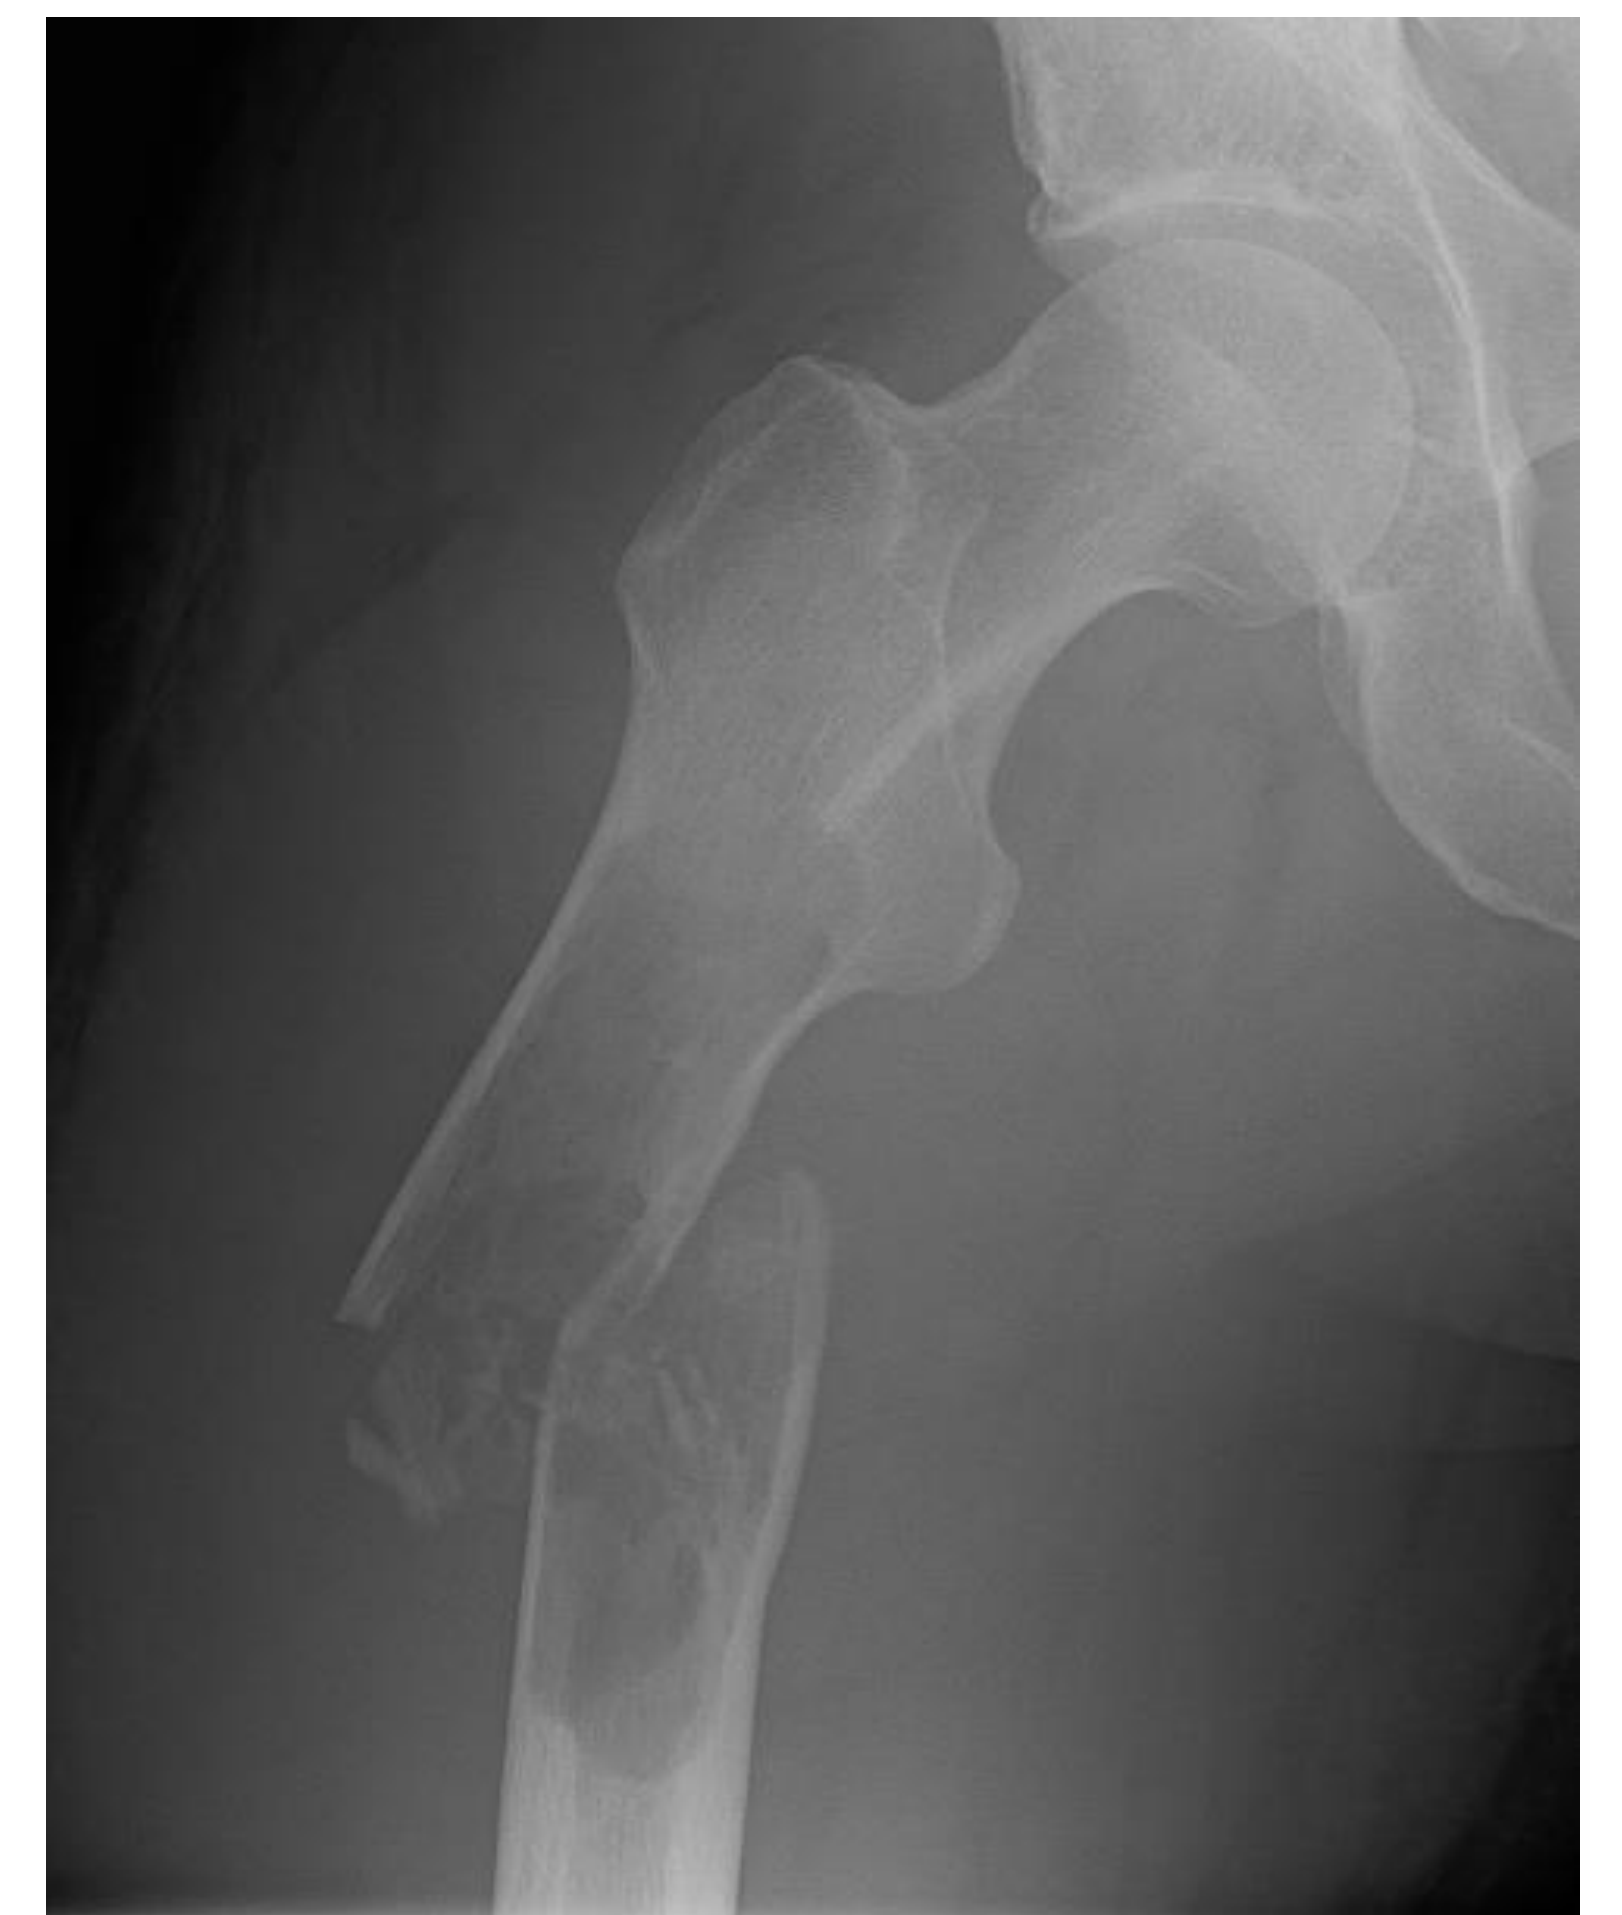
Radiografía inicial con lesión lítica.
